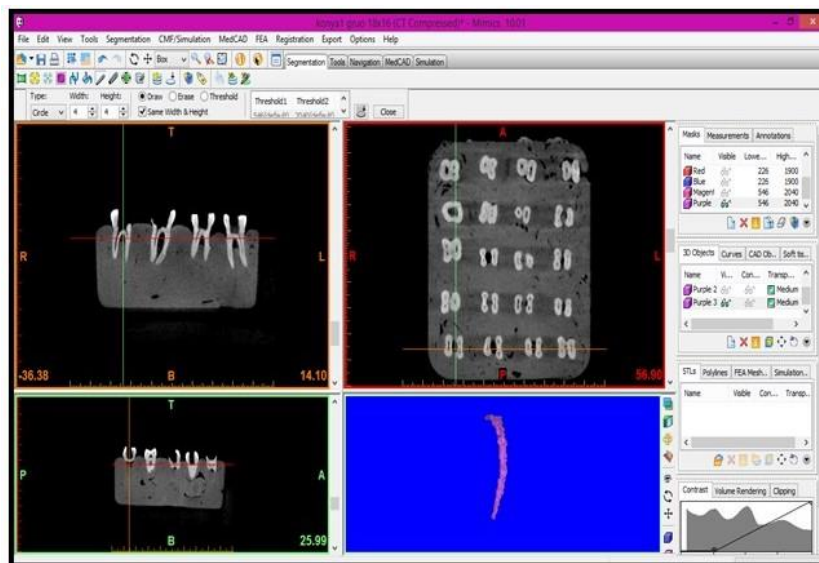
3D modeling of mesiobuccal root from CBCT images before shaping.
